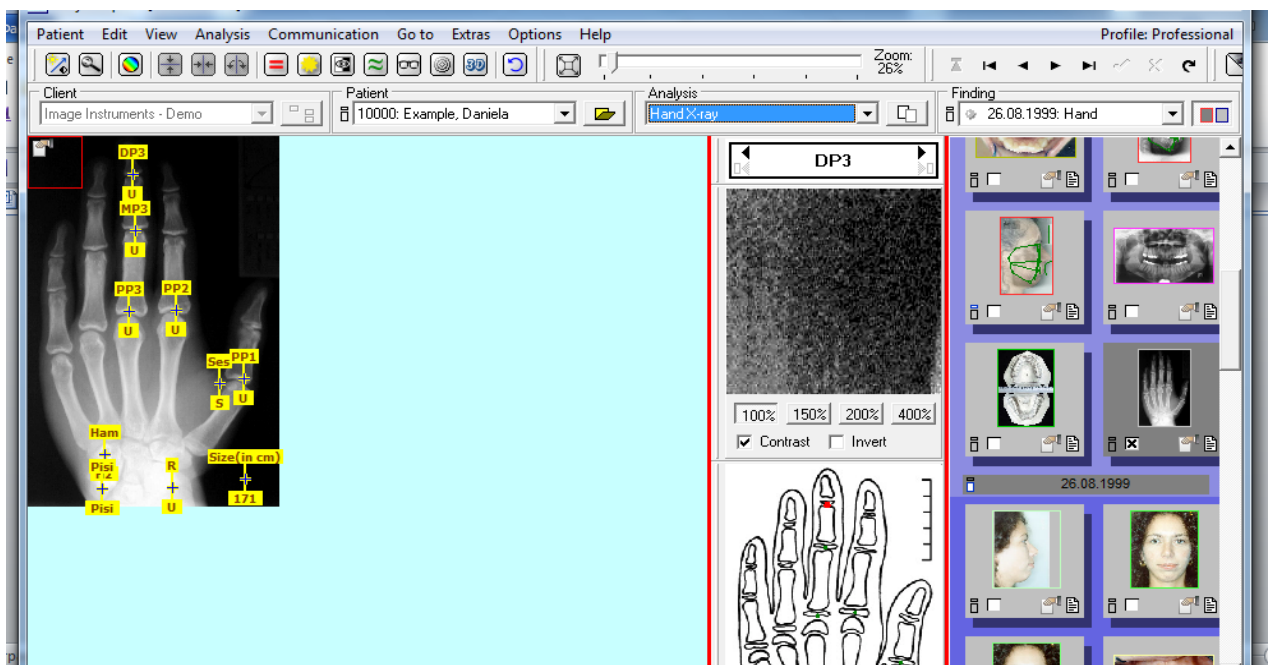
Рентгенограмма кисти руки и структурные составляющие 12 элементов.
